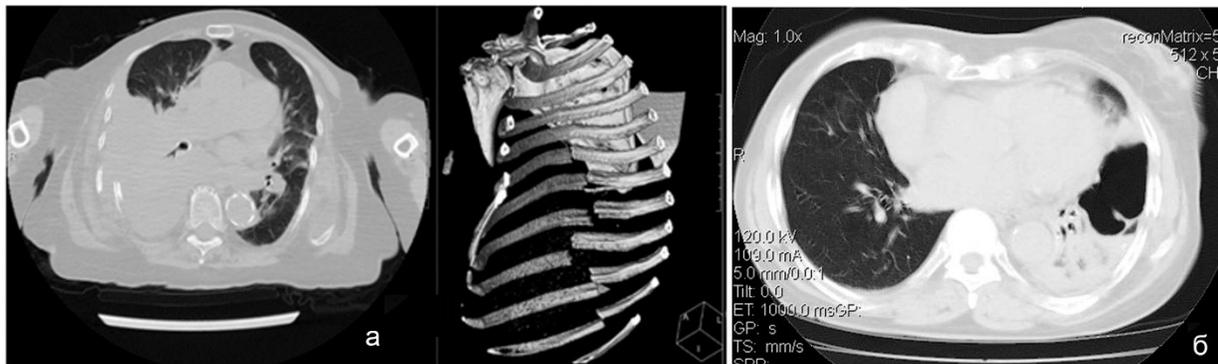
а - МСКТ груди в ранние сроки: аксиальной плоскости и 3D реконструкция. Массивный гемоторакс справа. Переломы рёбер справа. Подозрение травму диафрагмы ребром; б - СКТ груди в ранние сроки: аксиальная проекция. В левой плевральной полости определяется часть толстой кишки
